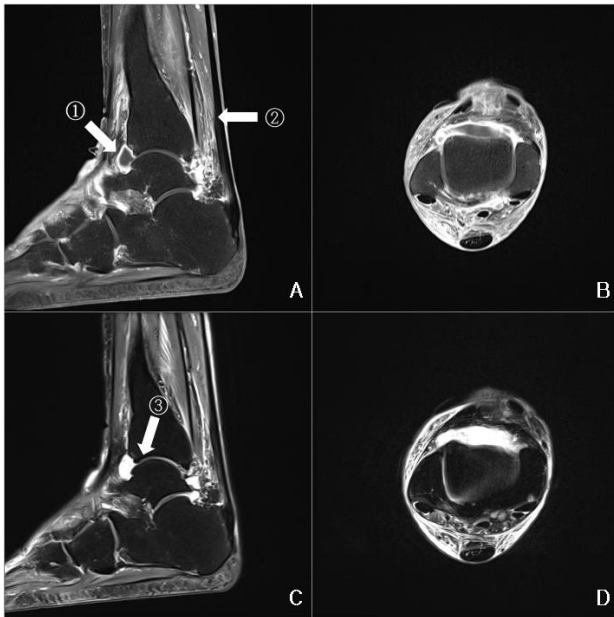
① Joint effusion with well synovial enhancement at anterior aspect of distal tibia. ② Diffuse subcutaneous edema & enhancement of dorsal foot & lower leg; r/o Cellulitis. ③ MRIs showing a inflammation of synovial membrane in the anterior aspect of the distal tibiotalar joint with a high signal intensity on T2-weighted image (B). T1-Weighted-Image Contrast Enhanced (A, B). T2-Weighted-Image (C, D).
